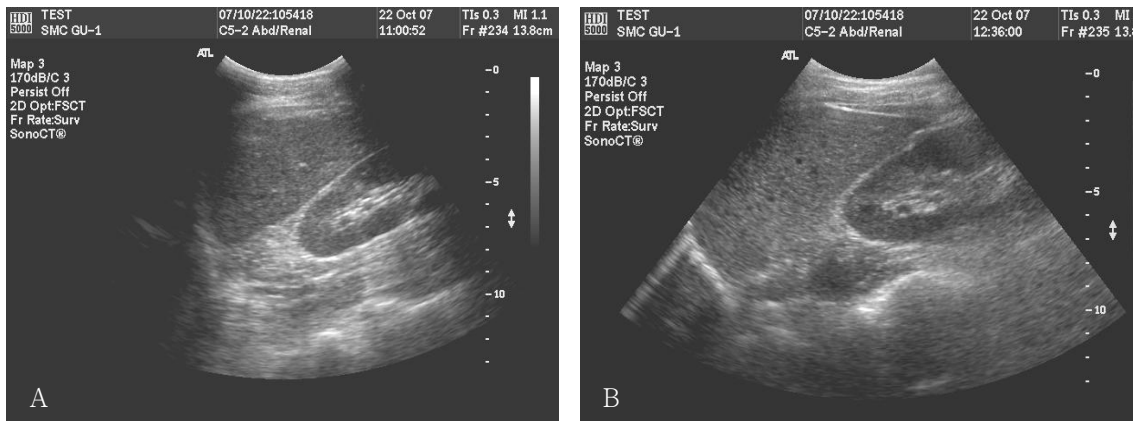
Ultrasound image in LT lateral down decubitus position before and after moisture intake
